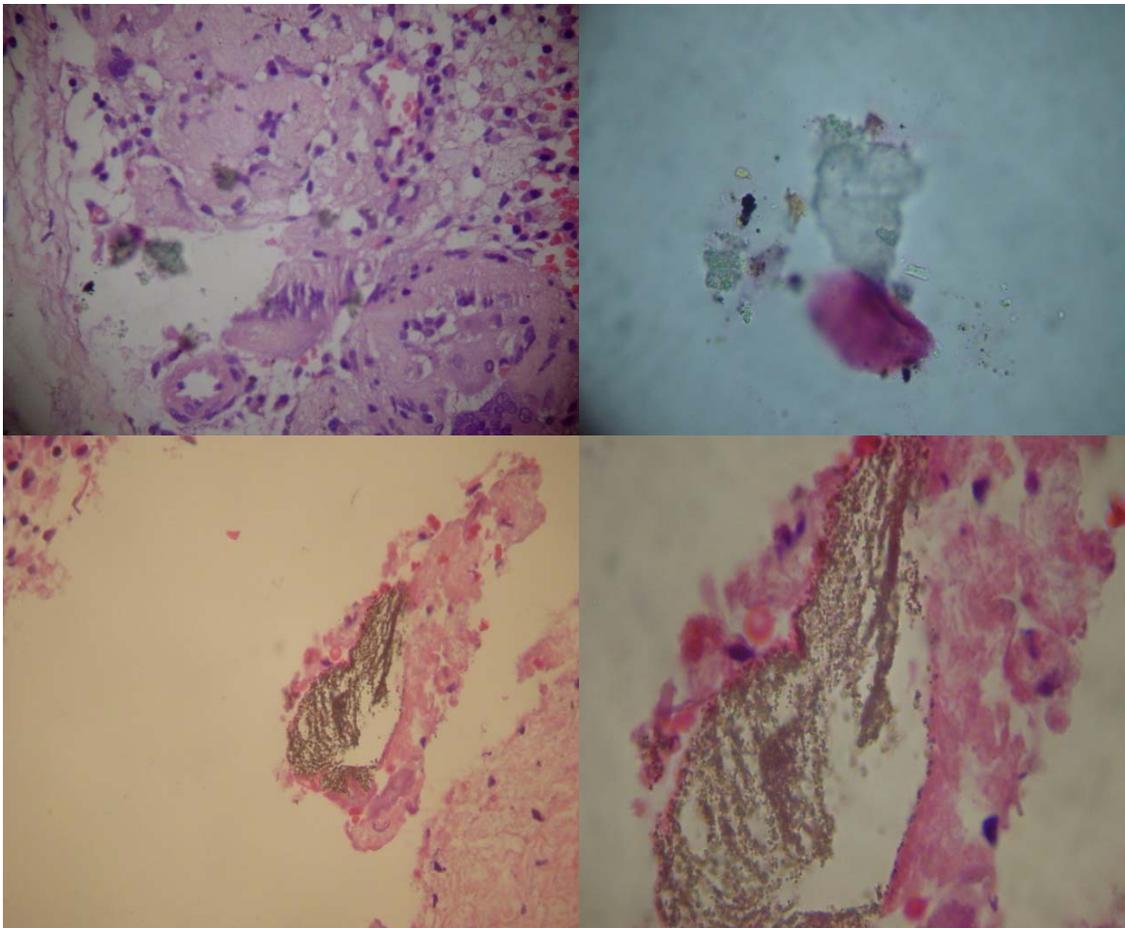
Material de obturación en un granuloma periapical.
